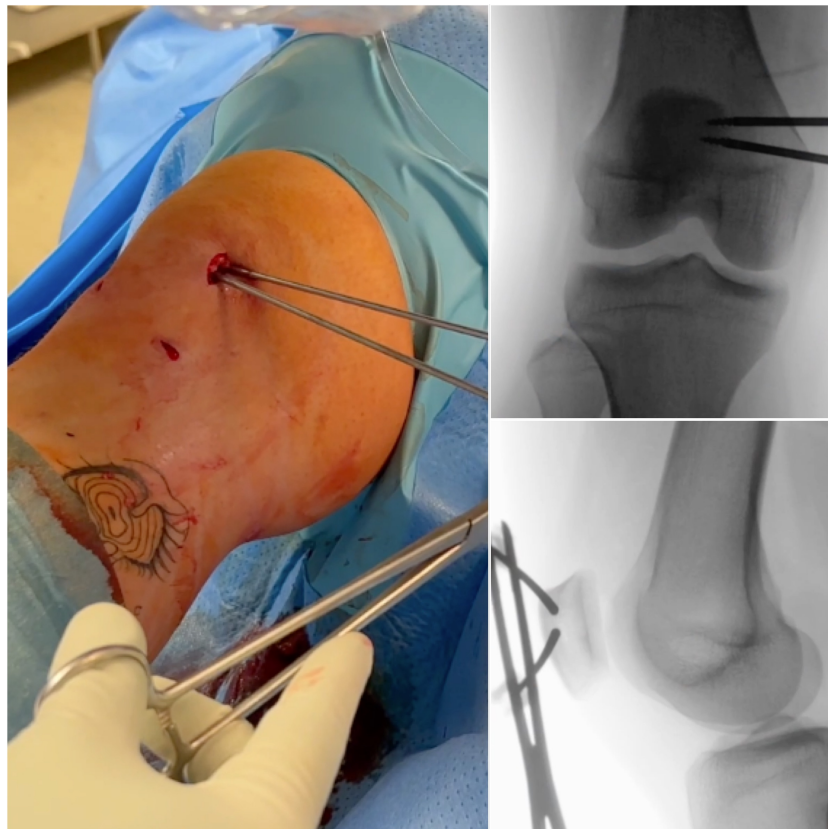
Röntgenologische Lagekontrolle eingebrachter Fadenanker in 2 Ebenen
